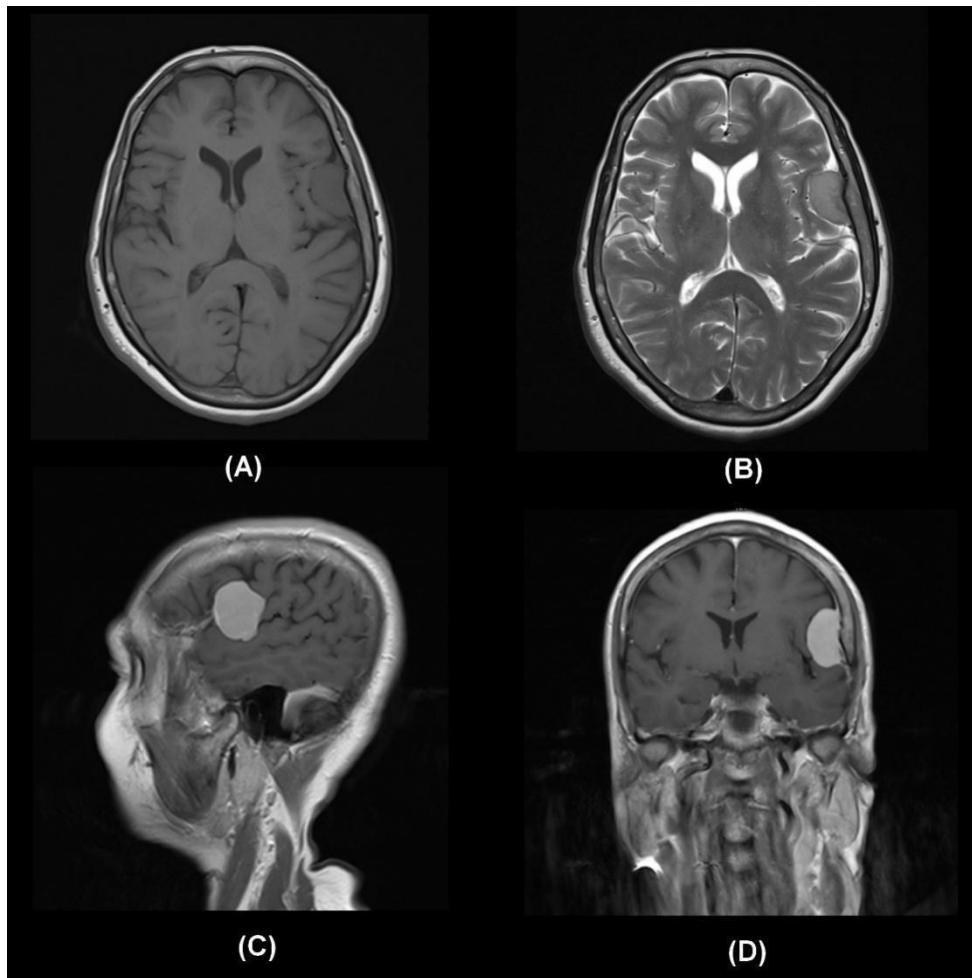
IRM d'un méningiome de la convexité, fronto-temporal gauche (50), où on distingue le caractère iso-intense à la substance grise sur les coupes axiales à la fois en T1 (A) et T2 (B), ainsi que la nette prise de contraste de la tumeur sur les coupes sagittale (C) et frontale (D)
